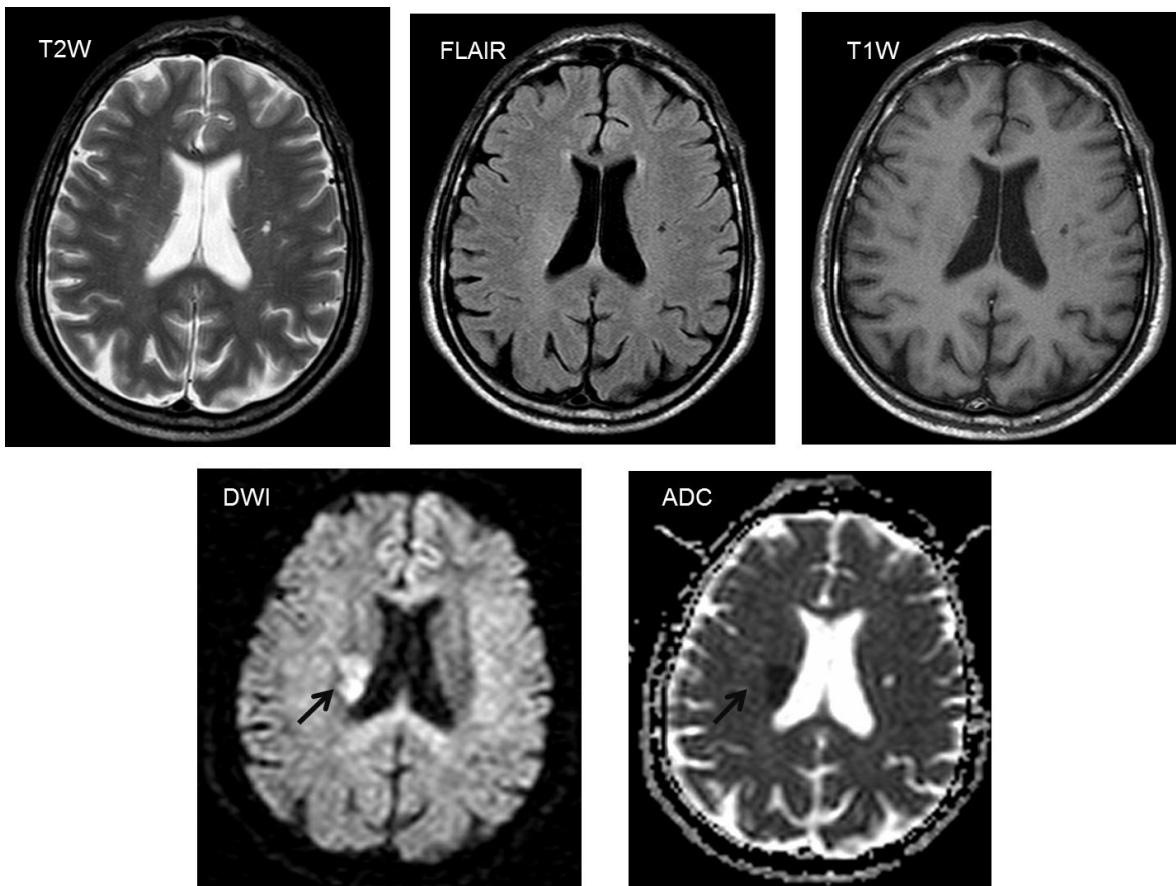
ECV hiperagudo. Cortes axiales de RM, que evidencia una lesión talámica derecha (flecha negra) que restringe en la imagen de DWI y es positiva en el mapa ADC, sin observarse en las secuencias de T2W, FLAIR y T1W. Imagen archivo F.C.I
